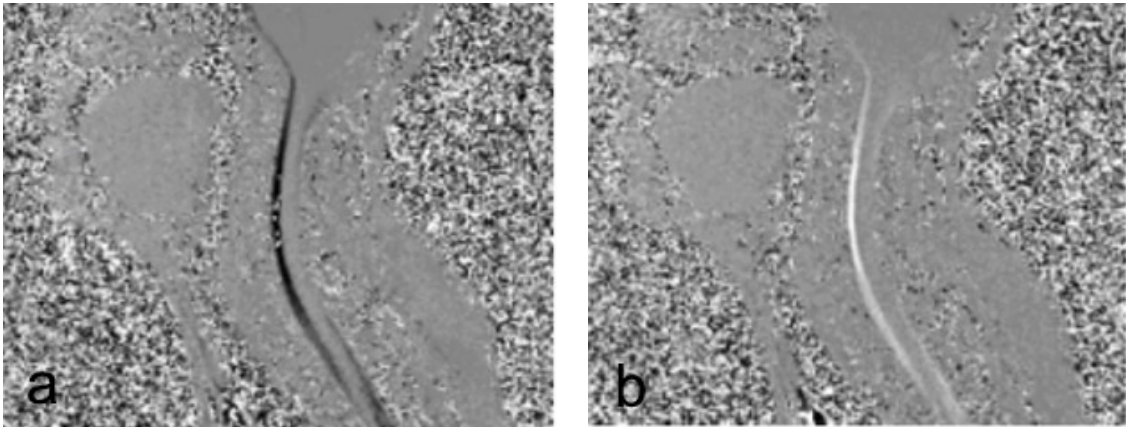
a-b CINE-MRT-Sequenzen:
